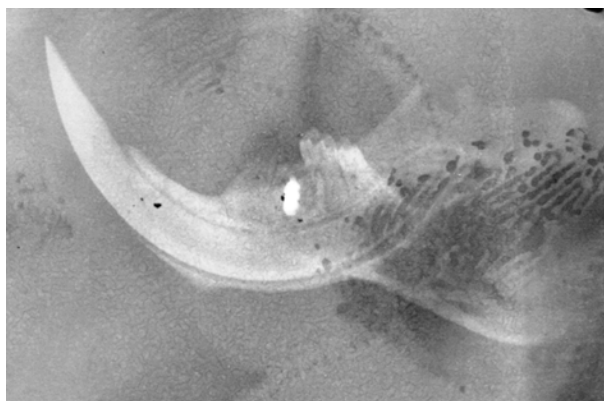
The condition of the lower jaw bone after dental implantation by the development of osseointegration against the backdrop of local irradiation of 41-60 Gy, the 21st day (X-ray).
